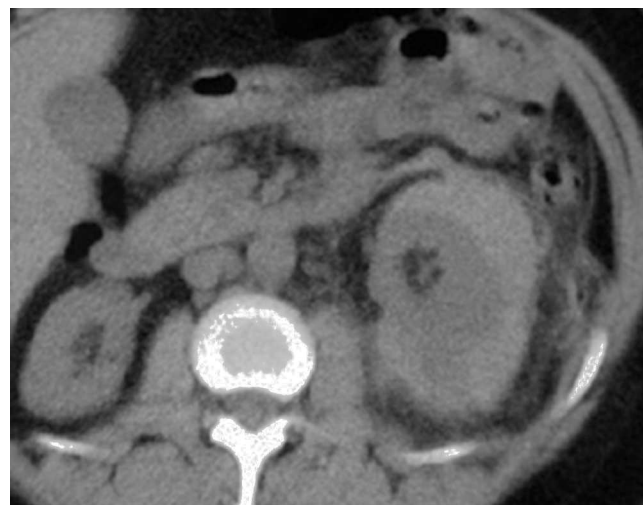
Rotura espontánea de un angiomiolipoma renal en una paciente de 40 años con esclerosis tuberosa. La TC con contraste muestra angiomiolipomas bilaterales con el signo del coágulo centinela (flecha) y un foco de sangrado activo (cabeza flecha) en el riñón derecho.
